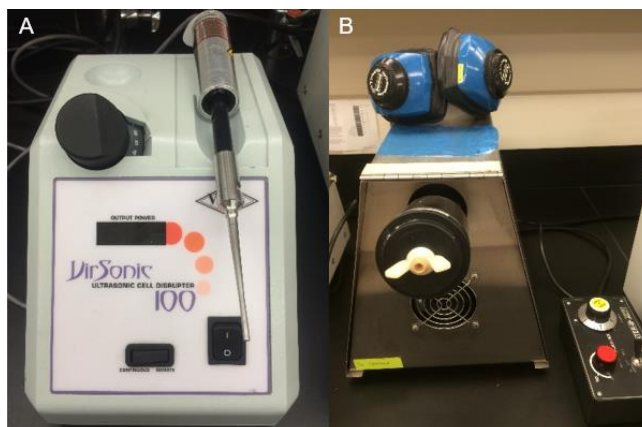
A) Sonicador (Virtis Virsonic 100 Ultrasonic cell disruptor, Gardiner, NY); B) Homogenizador Mini-bead Beater (Biospec Products, Bartlesville, Ok).
